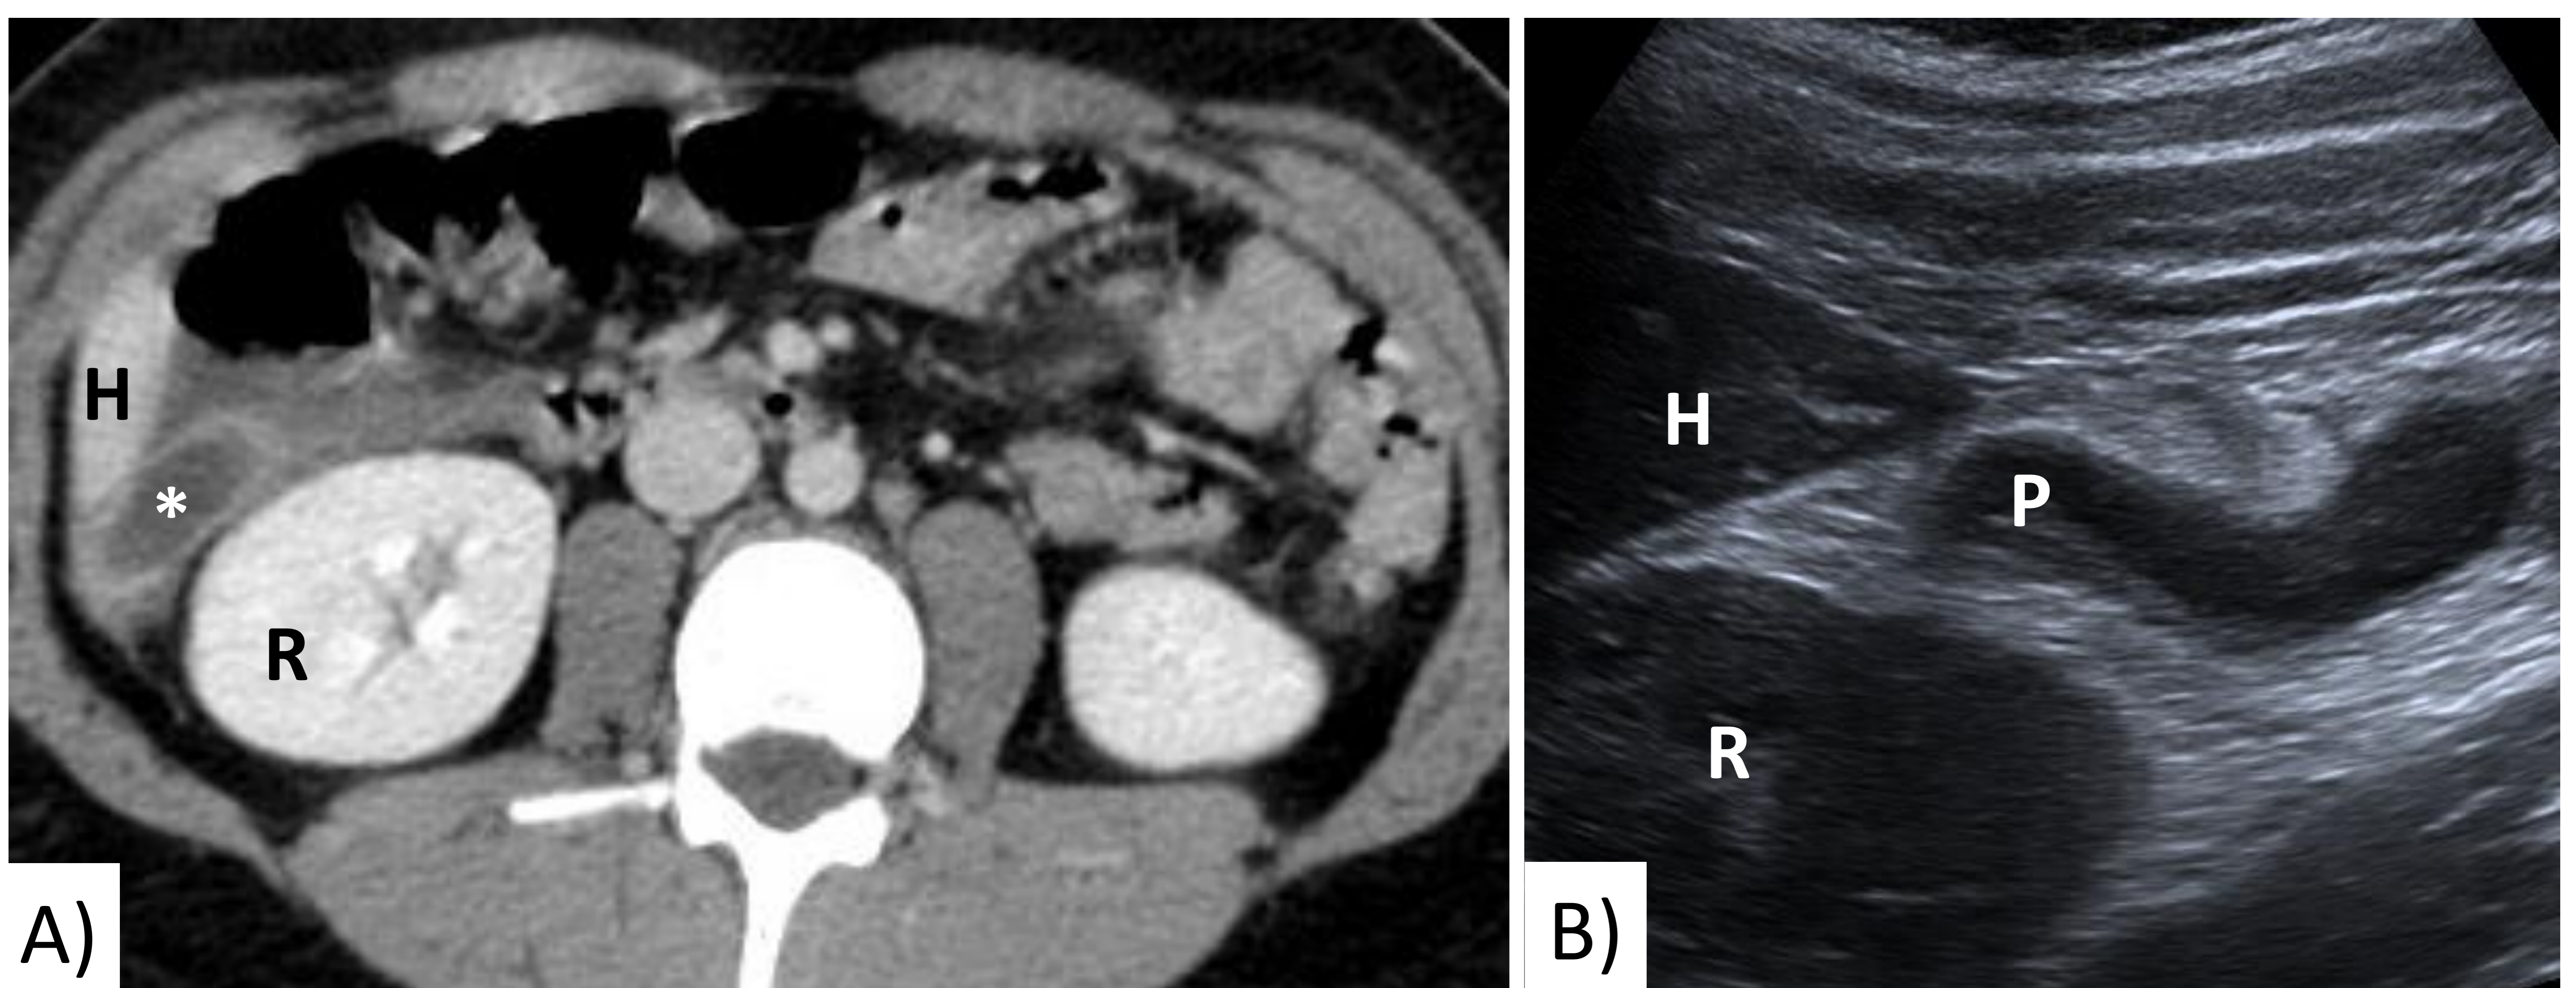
Casos de apendicitis aguda subhepáticas. A) TC con CIV venoso, corte axial: observamos la porción distal del apéndice (\*) con calibre aumentado, e hiperrealce parietal, localizada entre el borde inferior del lóbulo hepático derecho (H) y el polo inferior del riñón (R). B) Ecografía abdominal, corte sagital (distinto paciente): apéndice con origen paracecal y trayecto ascendente por flanco derecho, con la punta apendicular (\*) a nivel subhepático.
